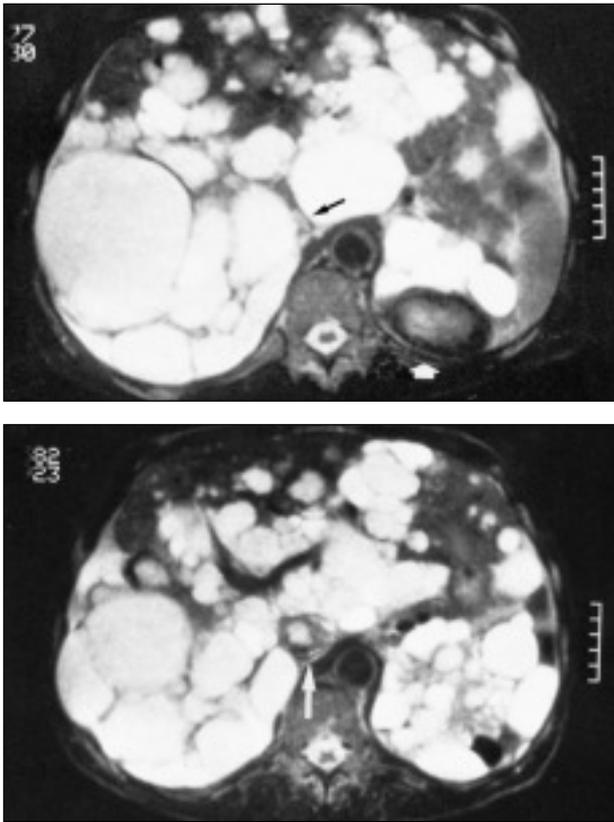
A. RMN mostrando compresión de la VCI entre dos grandes quistes (flecha negra). Se puede apreciar también la presencia del quiste complicado en el polo superior del riñón izquierdo (flecha blanca). B. Se muestra la existencia de un gran trombo en la VCI (flecha).
